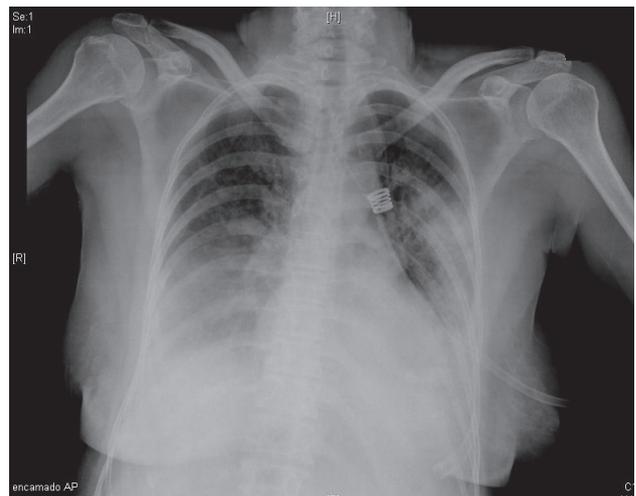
Radiografía de tórax que muestra infiltrado bilateral con derrame pleural.
